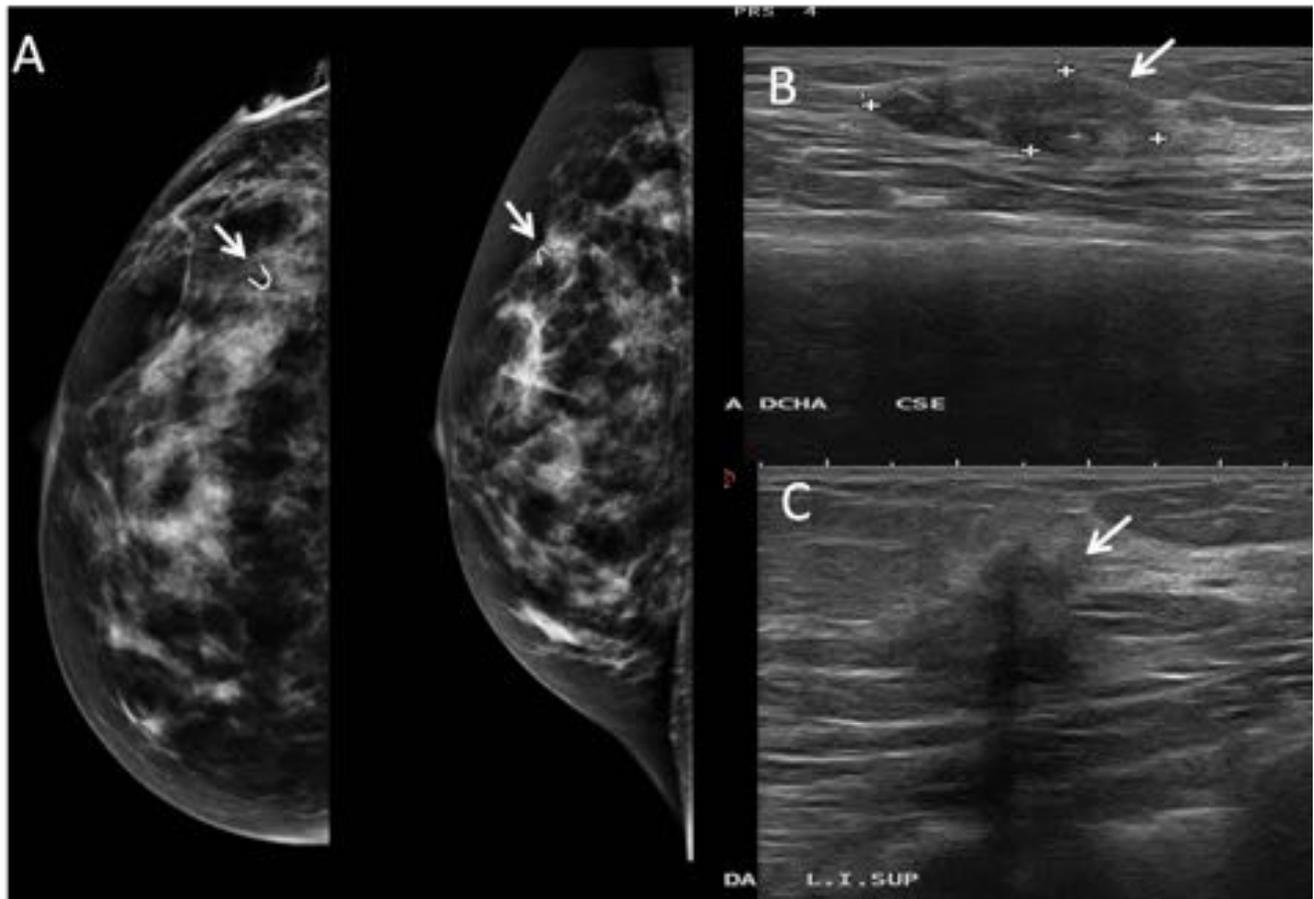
Paciente 1. A. Mamografía derecha tras biopsia ecoguiada y colocación de marcador. B. Ecografía mama derecha: nódulo oval, paralelo, no completamente circunscrito, heterogéneo. BR 4: CDI. C. Ecografía mama izquierda: nódulo irregular, no paralelo, margen indistinto, heterogéneo y con sombra posterior BR 5 (no se dispone de mamografía). CDI bilateral con metástasis ganglionar derecha.
